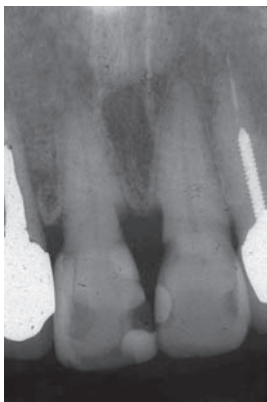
From the X-ray view, the root surface of central incisors was removed by instrument. This concave corresponds to the black triangle.
